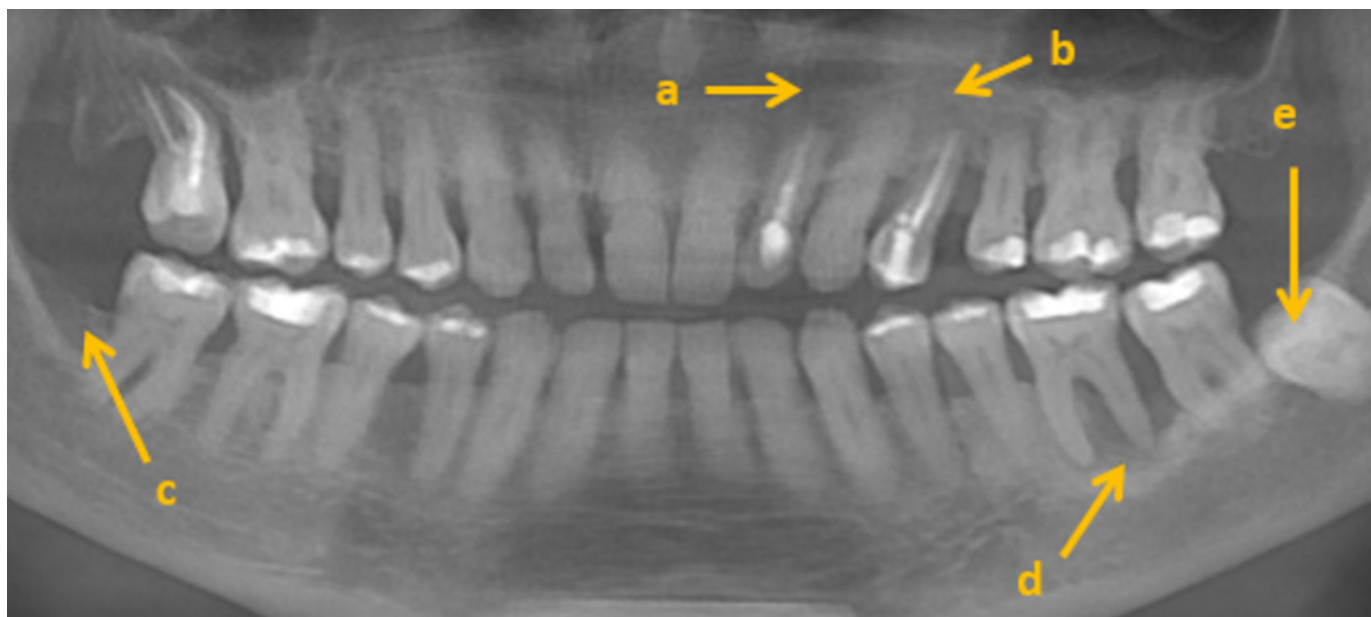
Ortopantomografía que muestra zona radiolúcida en diente 22 (a), zona radiolúcida diente 24 (b) Zona radiolúcida distal al diente 47 (c), zona radiolúcida entre los dientes 36 y 37 (d) y tercer molar retenido 38 (e).
